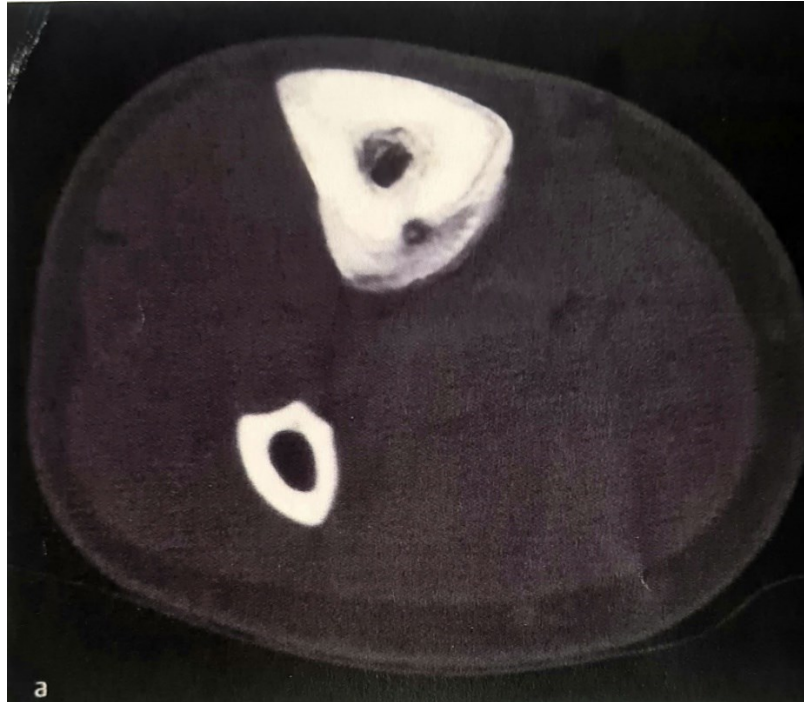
Axiales CT-Bild eines Osteoidosteoms der Tibia mit zentral gelegenem Nidus innerhalb der kortikal gelegenen Sklerosezone (6)
